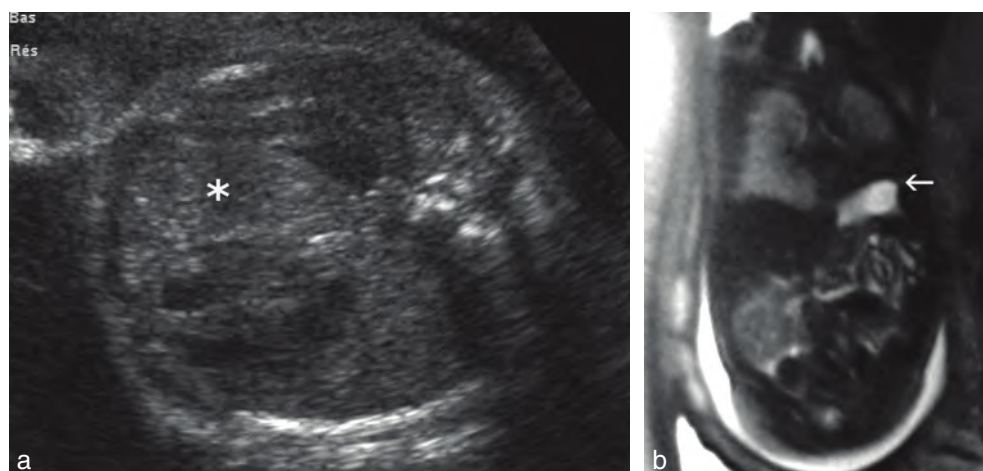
Événtration par hypoplasie de la coupole diaphragmatique gauche. a. Ascension du foie gauche et de l'estomac, refoulant le poumon gauche (*). b. Confirmation par l'IRM fœtale de l'ascension de la coupole gauche et de l'estomac (→).
